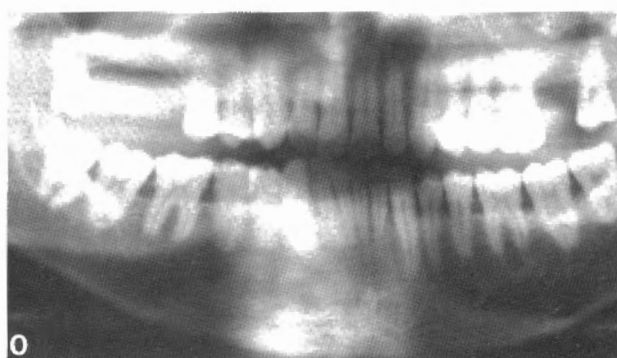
Radiografía panorámica donde se observa la regeneración ósea al año de la intervención quirúrgica.
